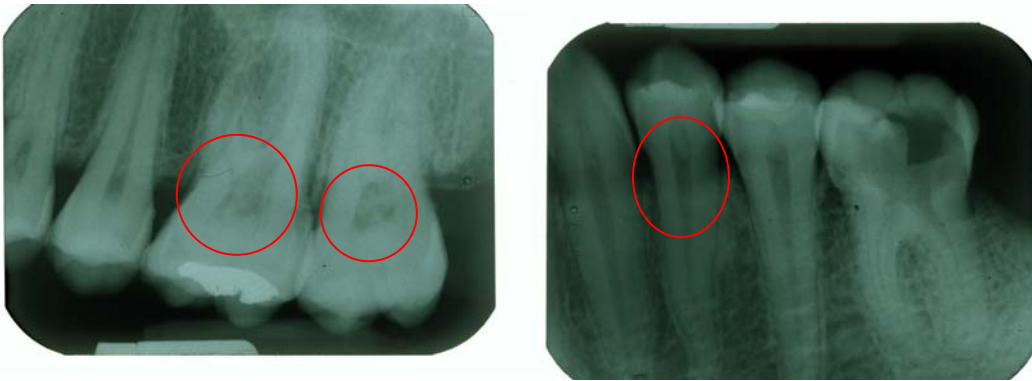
Radiografías periapicales en las que se pueden apreciar pulpolitos rodeados con un círculo rojo.
